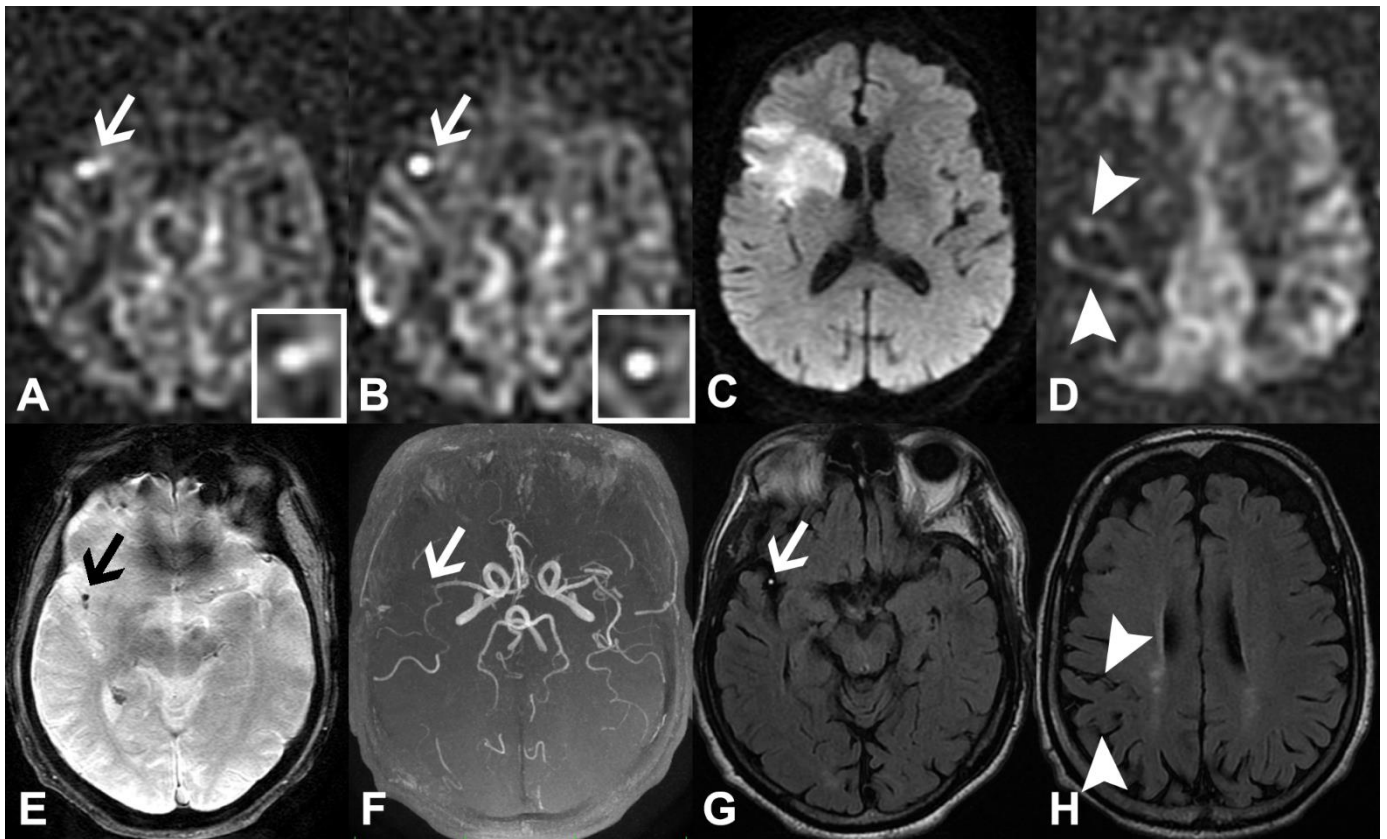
Caractéristiques de l'ABS résumées chez un même patient : Aspect en queue de comète (A, flèche) sur un ABS punctiforme présentant un halo périphérique (B) chez un patient ayant un AVCi sylvien droit (C) ainsi qu'une occlusion M2 visible en T2\*(E), TOF (F) et FLAIR (G). Noter la présence d'hypersignaux FLAIR intra vasculaires (H) ainsi que plusieurs ATA corticaux autour d'une hypoperfusion plus étendue que l'hypersignal diffusion (D)
